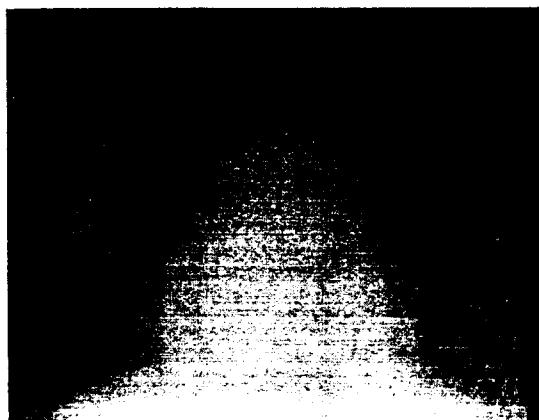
Chest X-ray immediately before the patient expired in case I.
